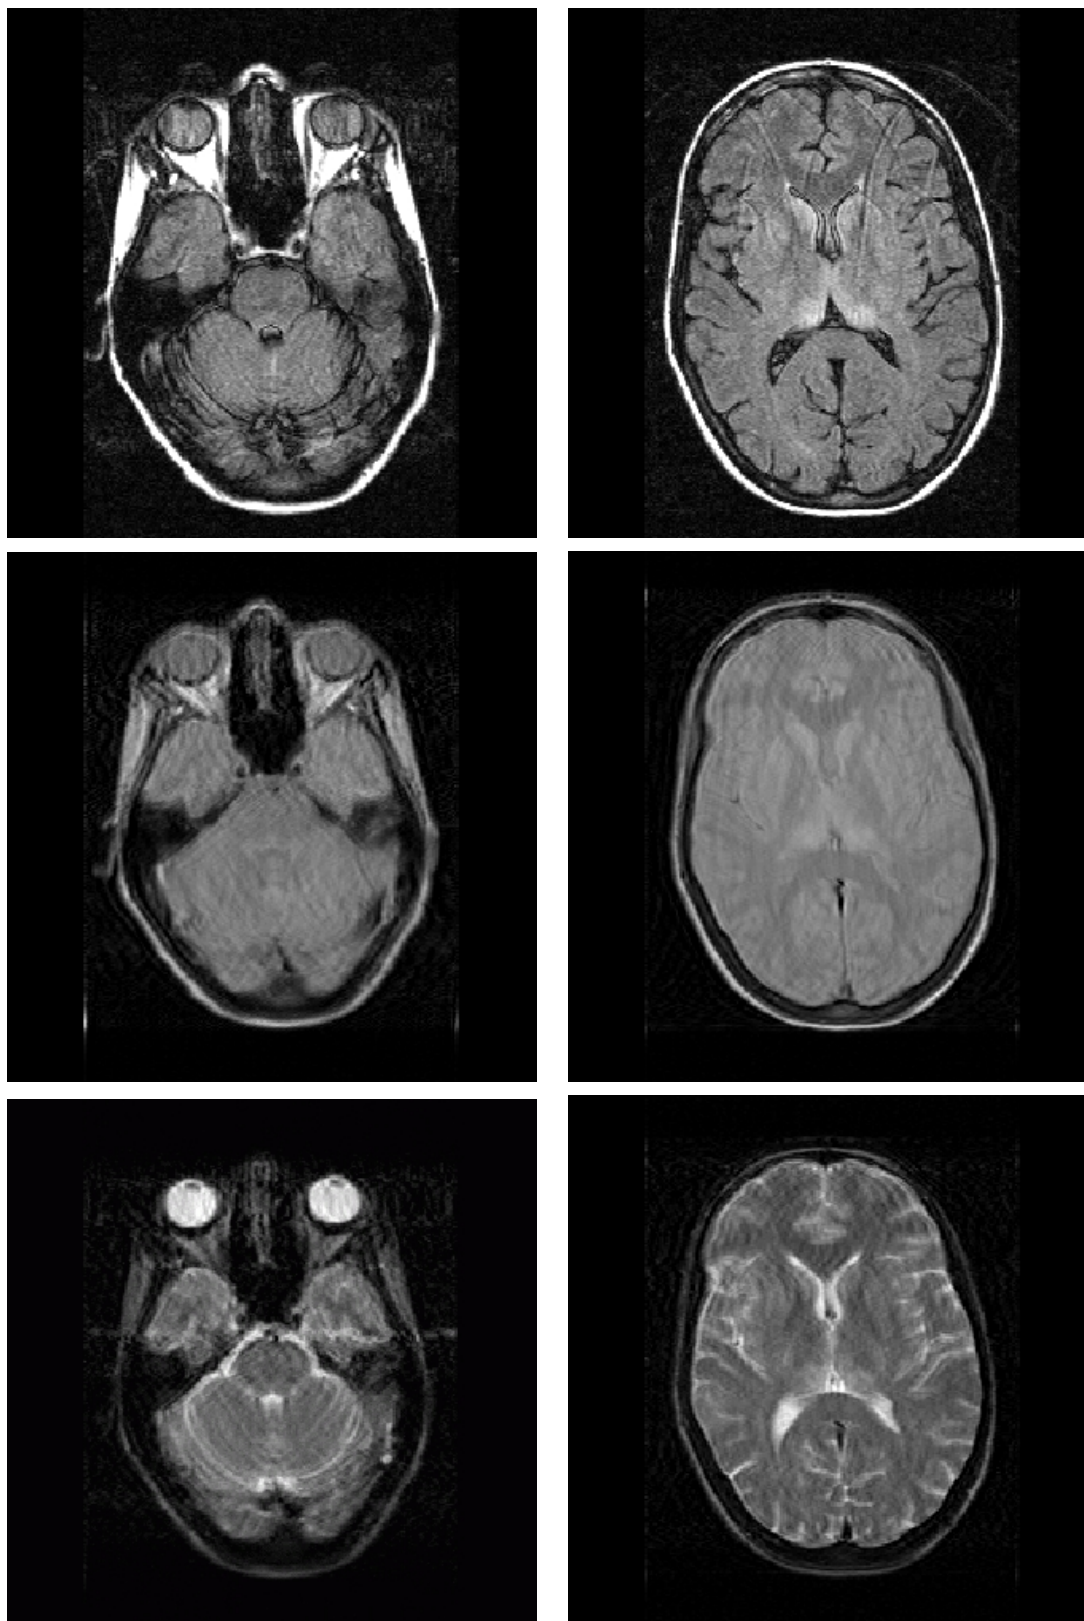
Images floues de patients atteints de la maladie de Creutzfeldt-Jakob provenant du projet européen QAMRIC (Quantitative Analysis of MR Scans in Creutzfeldt-Jakob) qui sont sujets à des problèmes moteurs et psychologiques très graves ne leur permettant pas de rester immobiles durant la durée d'une acquisition IRM.
